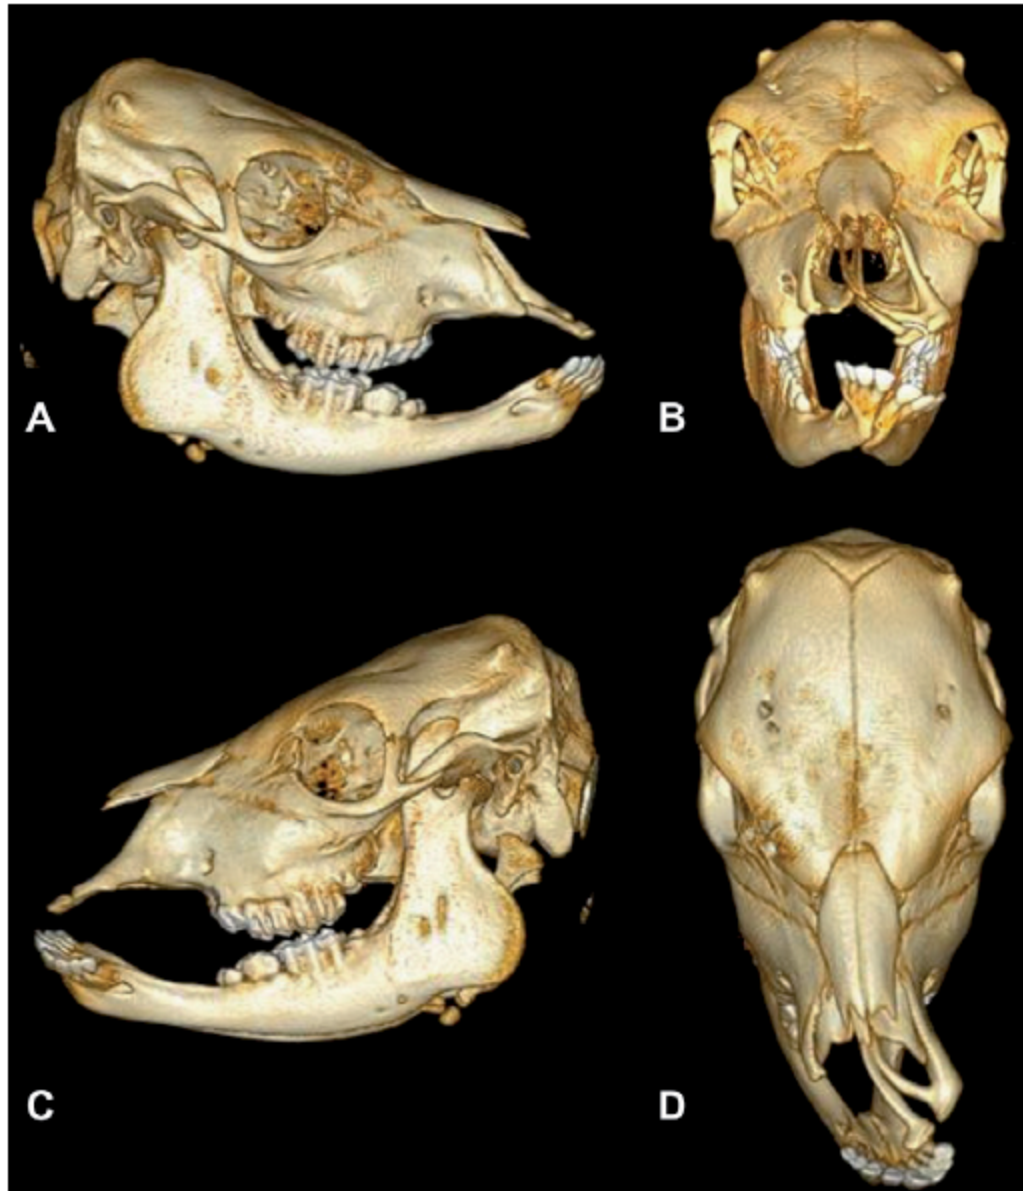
TC helical craneal en un caso esporádico de labio leporino en vaca (tomado de Lupp et al., 2012).
